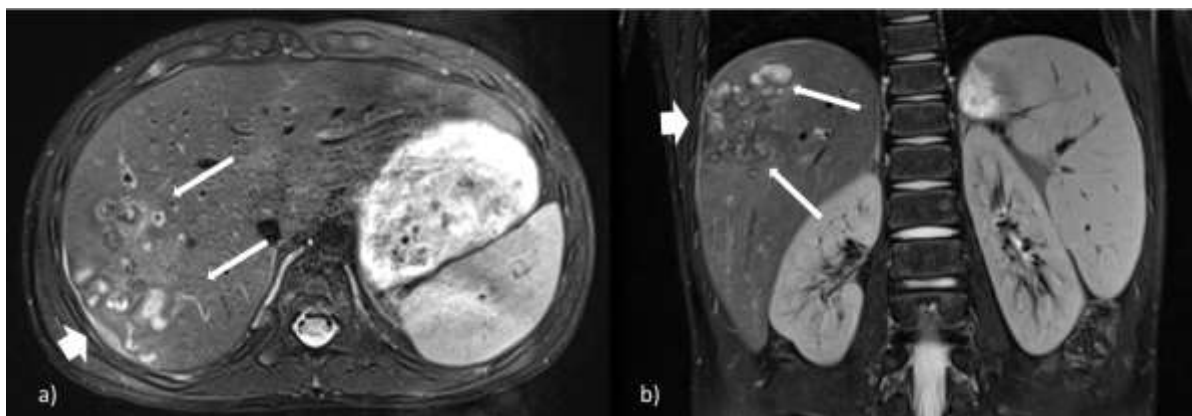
Пациент А., 8 лет. Фасциоллез печени. МРТ брюшной полости, Т2ВИ турбо-спин эхо с подавлением МР-сигнала от жировой ткани: а) аксиальная проекция; б) коронарная проекция. Длинные стрелки - множественные извитые спиралевидные «ходы», распространяющиеся от капсулы, которые соответствуют зонам некроза и микроабсцессам. Короткая стрелка – утолщение и изменение сигнала от капсулы в месте проникновения паразита (воспалительная реакция), небольшое количество подкапсульной жидкости.
